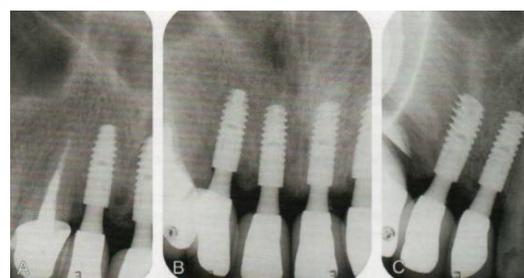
Radiografias periapicais de controle para avaliar o nível ósseo ao redor dos implantes
